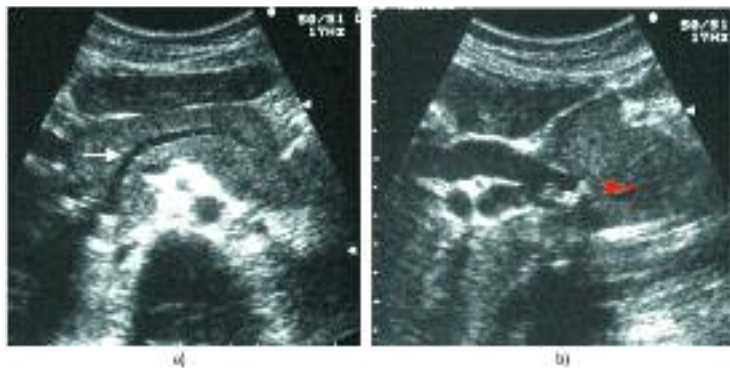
Ecografías que muestran a) agrandamiento difuso del páncreas con dilatación del Wirsung (flecha blanca) y b) dilatación de la vía biliar distal por cálculos (flecha roja).
